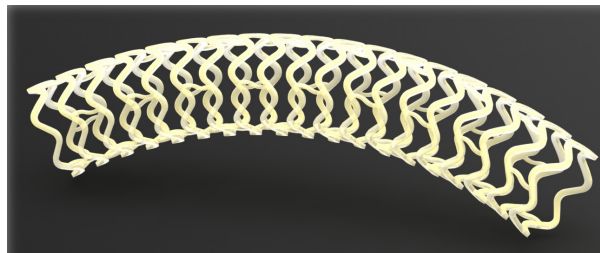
Stent coronari bioreabsorbible (SCB) (extret on-line via: <https://www.dicardiology.com/content/new-bioresorbable-stent-uses-technology-appear-angiographic-x-ray>)
